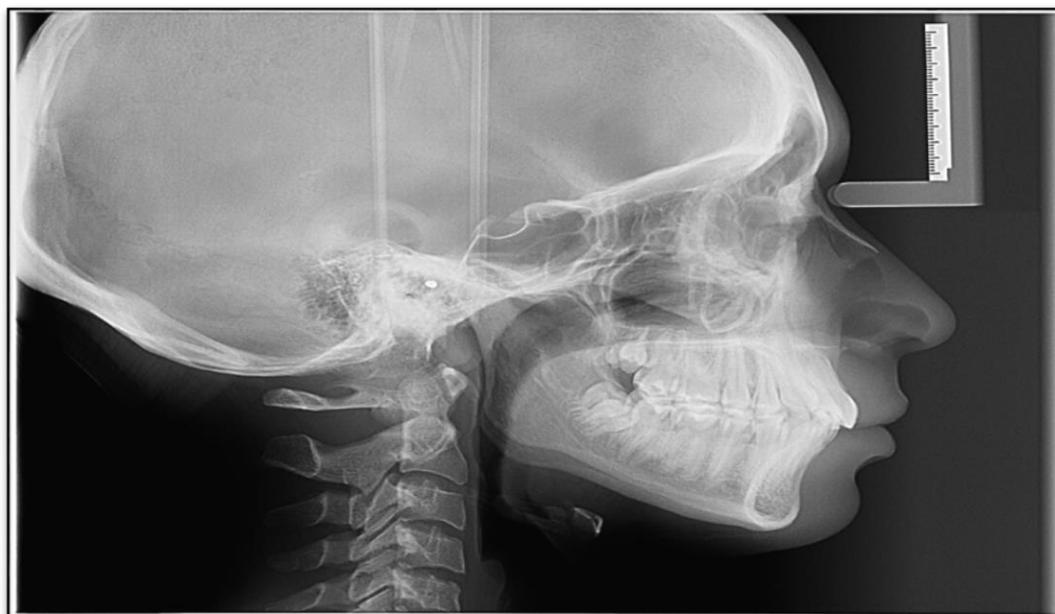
Radiografia cefalométrica de perfil
